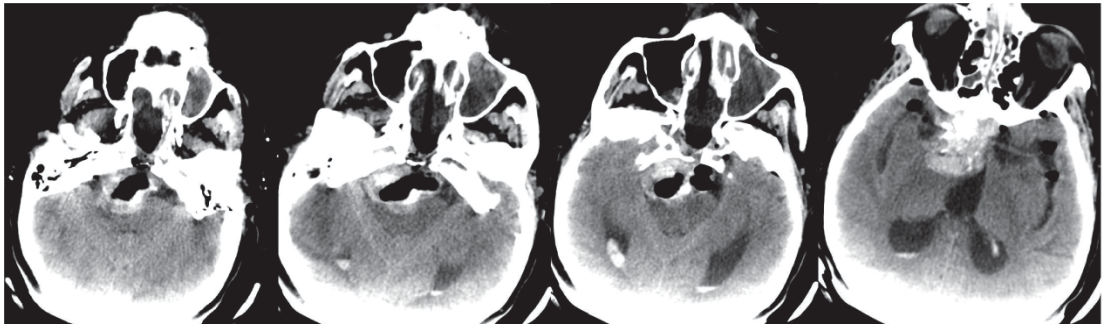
СКТ после операции. Отмечается частичное удаление опухоли
